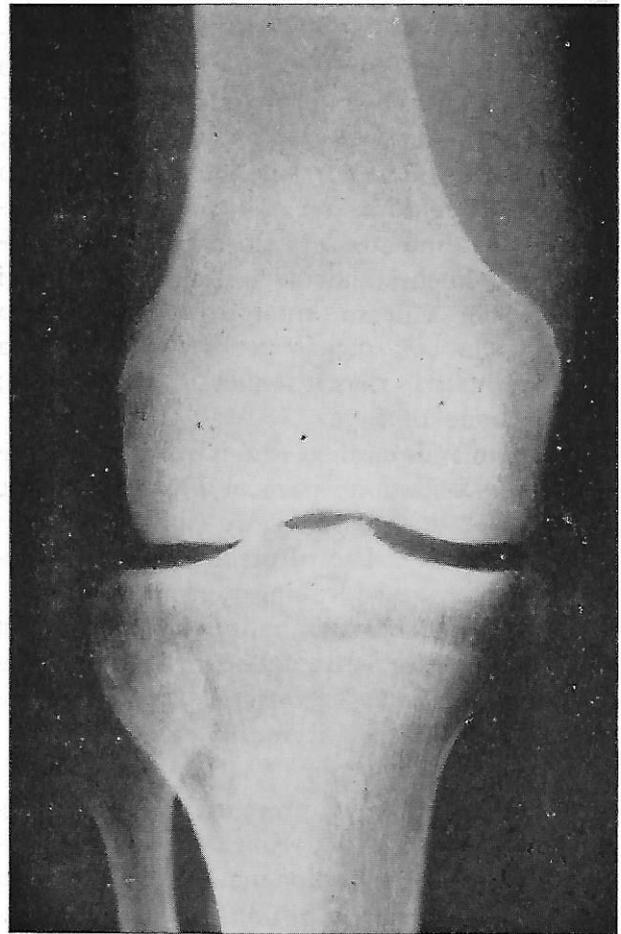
Caso n. 2: esame radiografico del ginocchio destro, eseguito subito dopo il trauma. Proiezione antero-posteriore. Assenza di lesioni osteotraumatiche.
